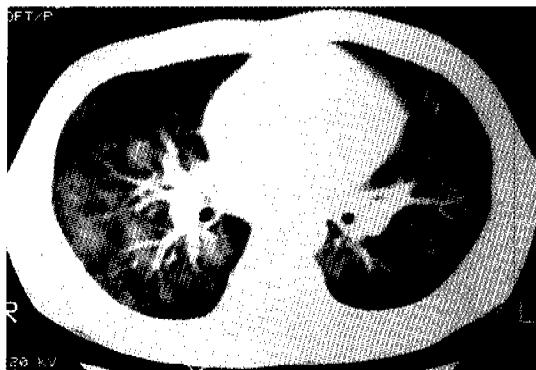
Chest CT shows diffuse multifocal patchy consolidations.
